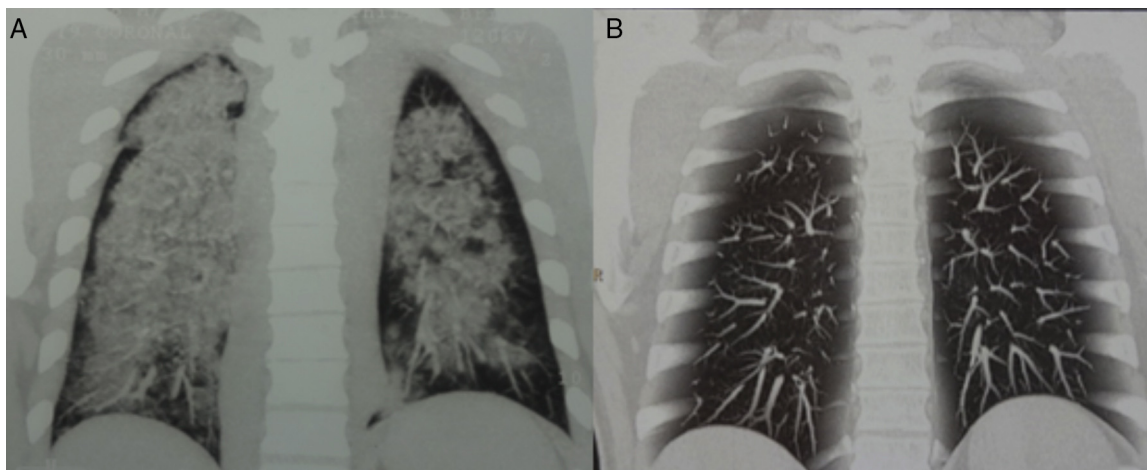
Reconstrução coronal de tomografia computadorizada de tórax do paciente 1. A) Imagem antes do início do tratamento que evidenciam opacificações difusas compatíveis com capilarite pulmonar hemorrágica. B) Imagem após o tratamento com rituximabe que demonstram regressão das lesões.
